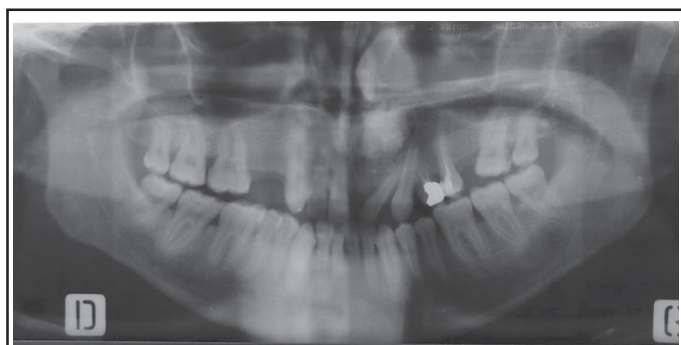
Orthopantomogramme : dent 21 incluse avec radio-opacité autour de son apex
